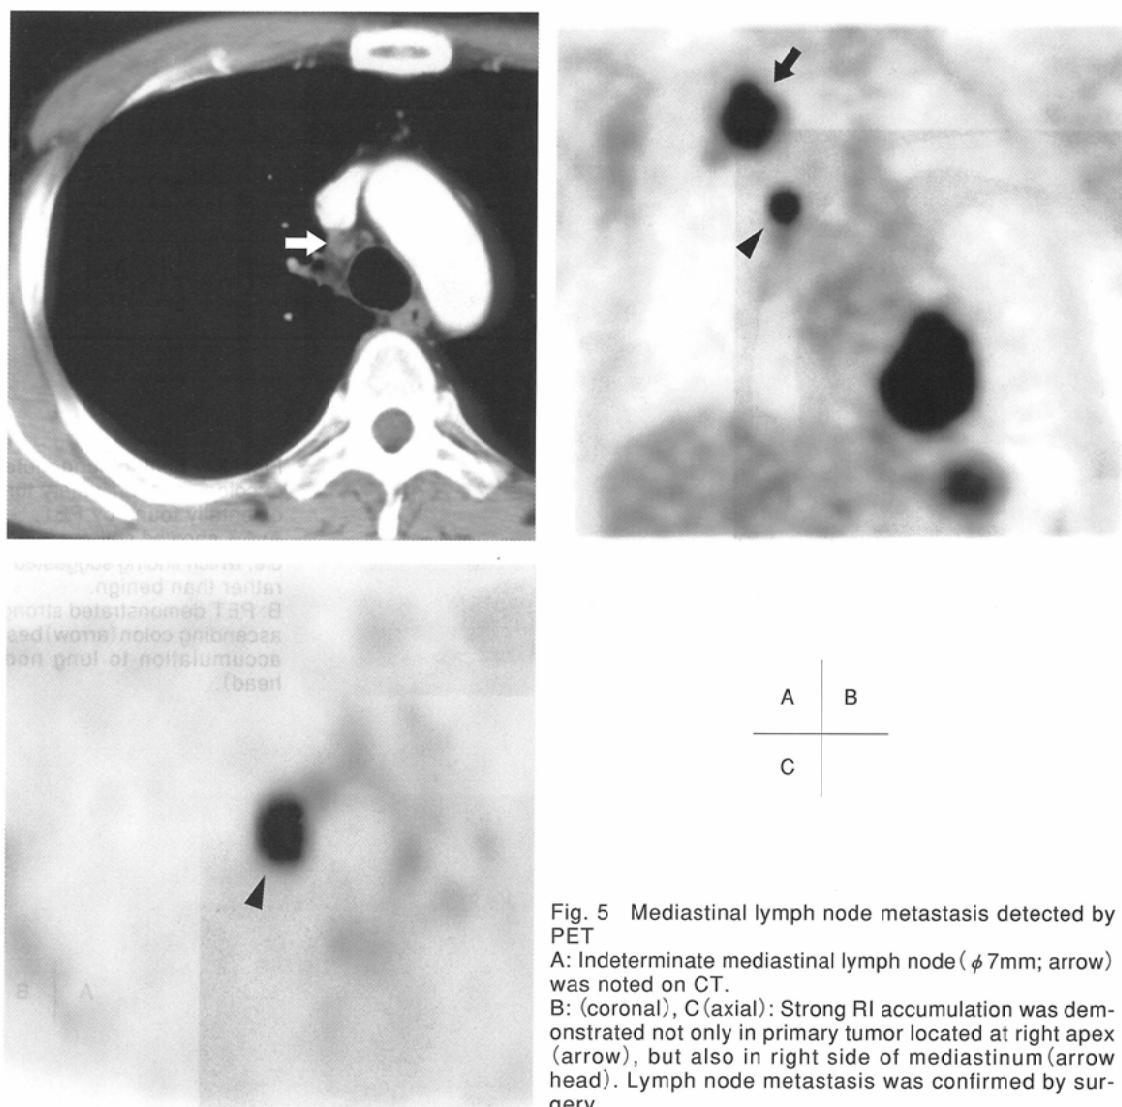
Mediastinal lymph node metastasis detected by PET
